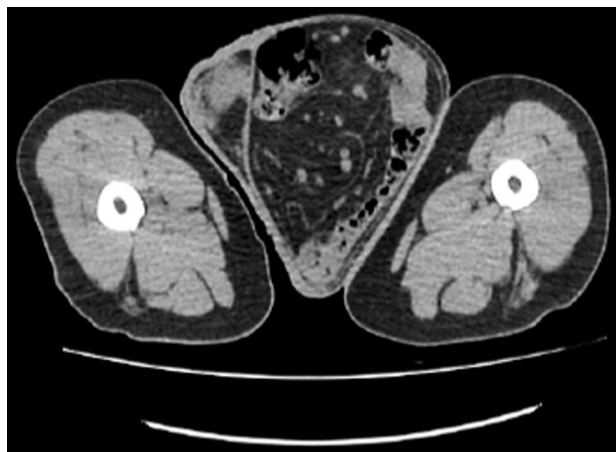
Компьютерная томография пациента с грыжевым выпячиванием.
